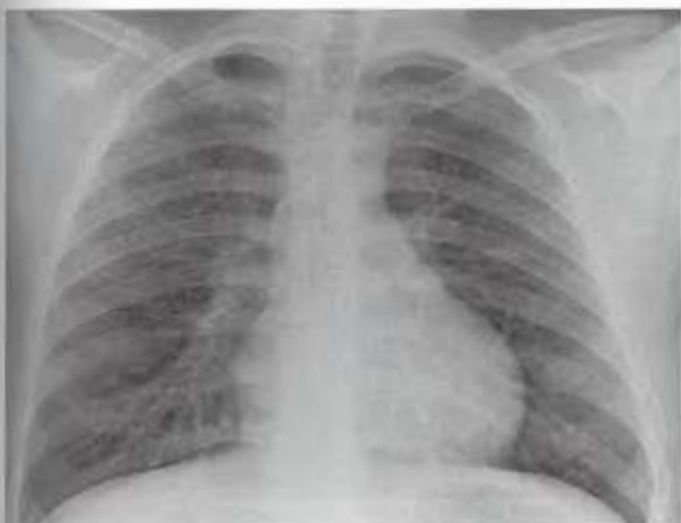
Radiografía PA de tórax en un escolar con estenosis aórtica, en el que el único dato relevante es el perfil izquierdo redondeado que sugiere remodelación ventricular.
